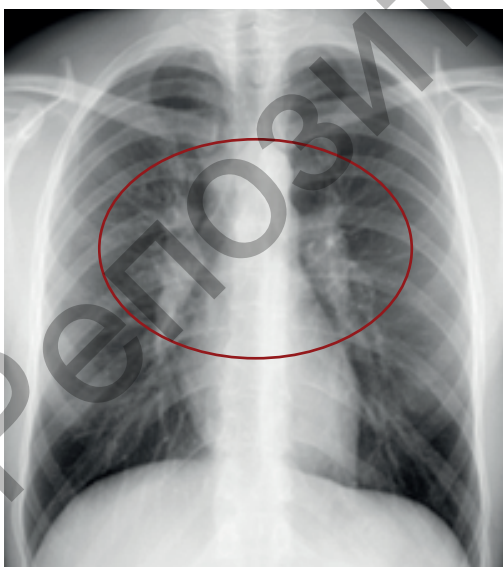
Рентгенограмма органов грудной клетки 30.03.2018 г. (описание в тексте)
